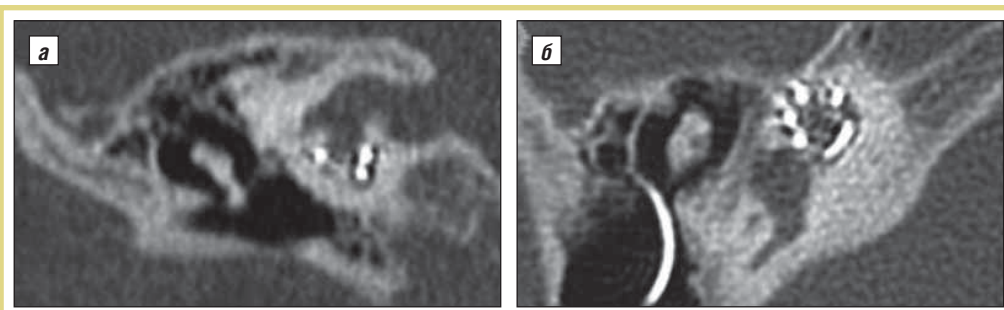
Послеоперационная КТ правой височной кости с введенной в просвет улитки цепочкой активных электродов; а – коронарная проекция; б – аксиальная
